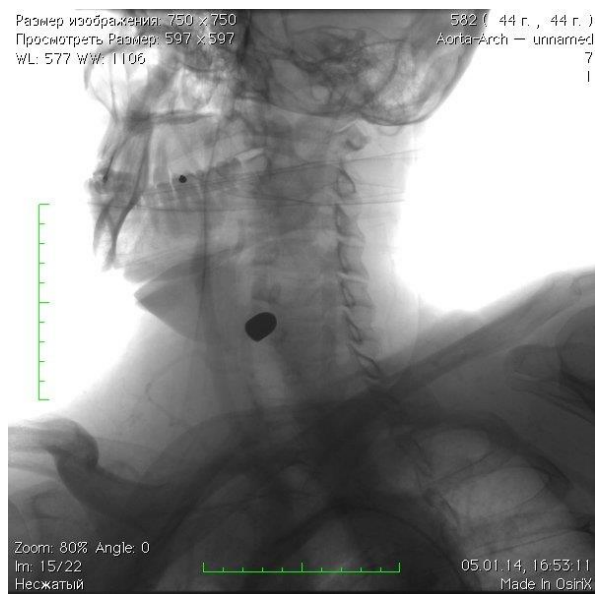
Пациент М. Рентгенография шеи. Инородное тело (пуля) в проекции шейного отдела позвоночника
